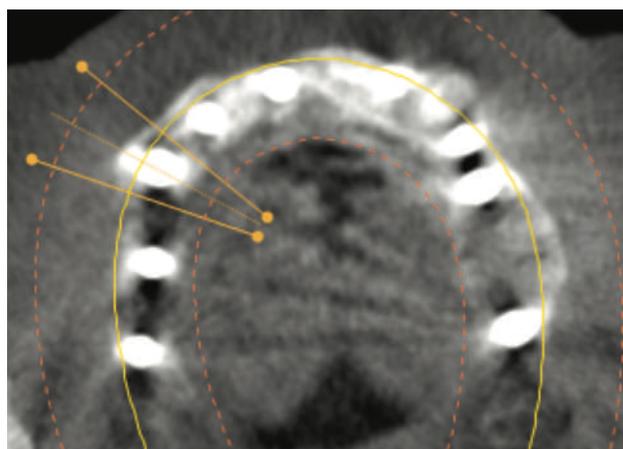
CBCT de control al cabo de 12 meses.
